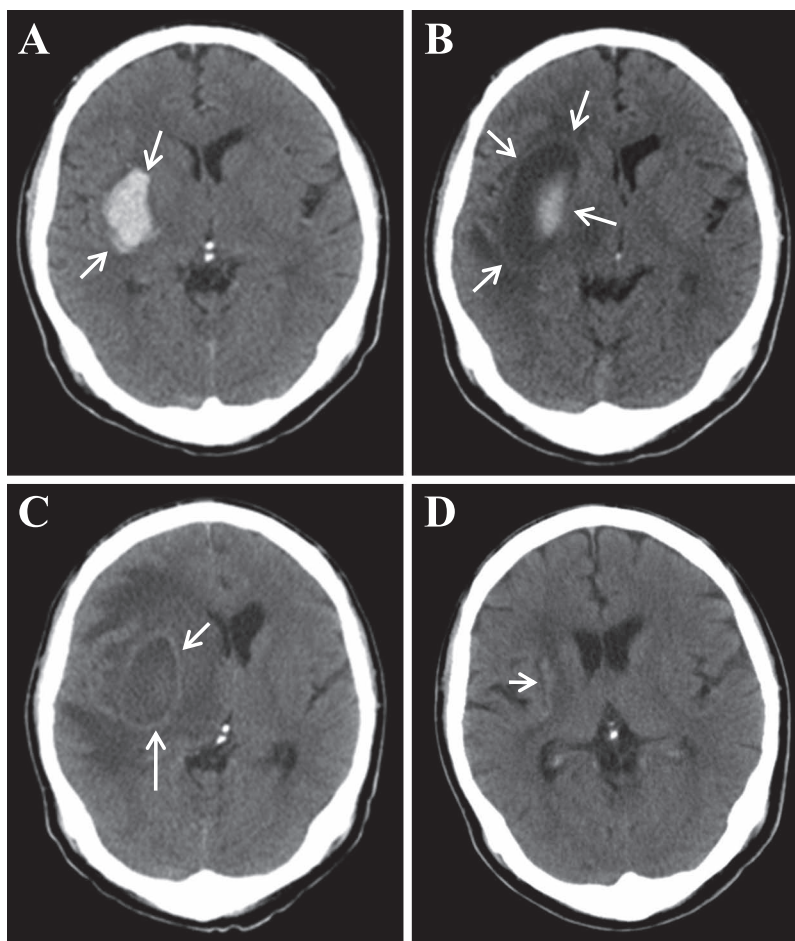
Brain CT of Case 1.
